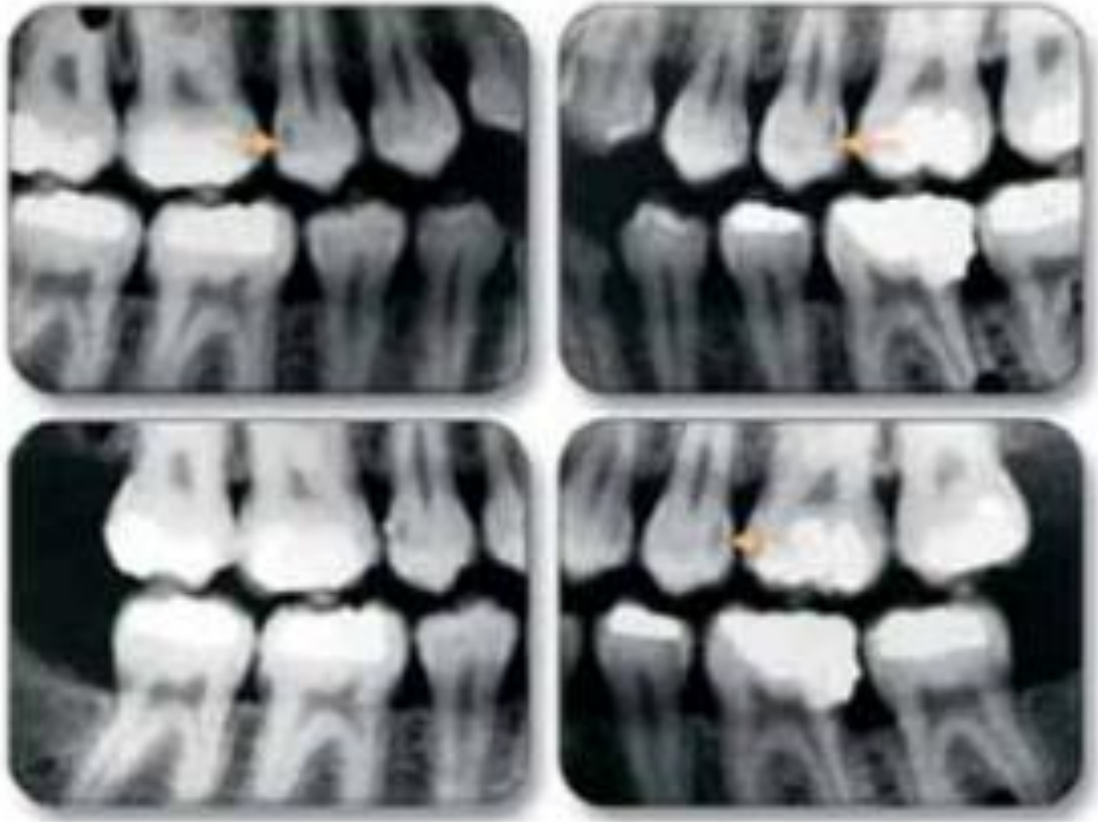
Radiografias interproximais (Farman & Kolsom, 2011)
